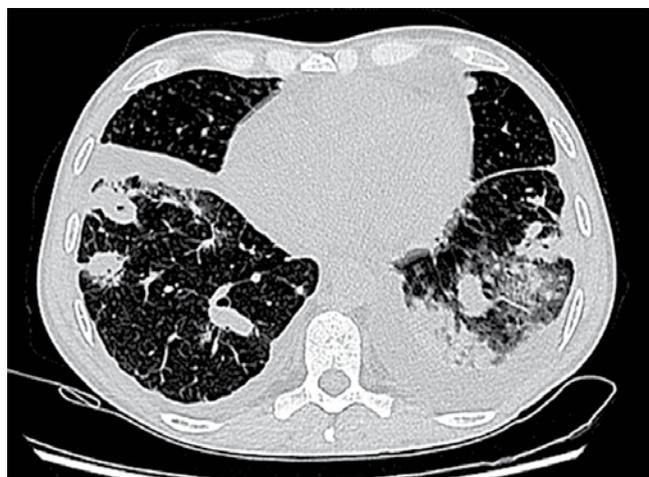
Компьютерная томограмма органов грудной клетки пациентки А. в аксиальной плоскости: полости деструкции и инфильтрации легких
